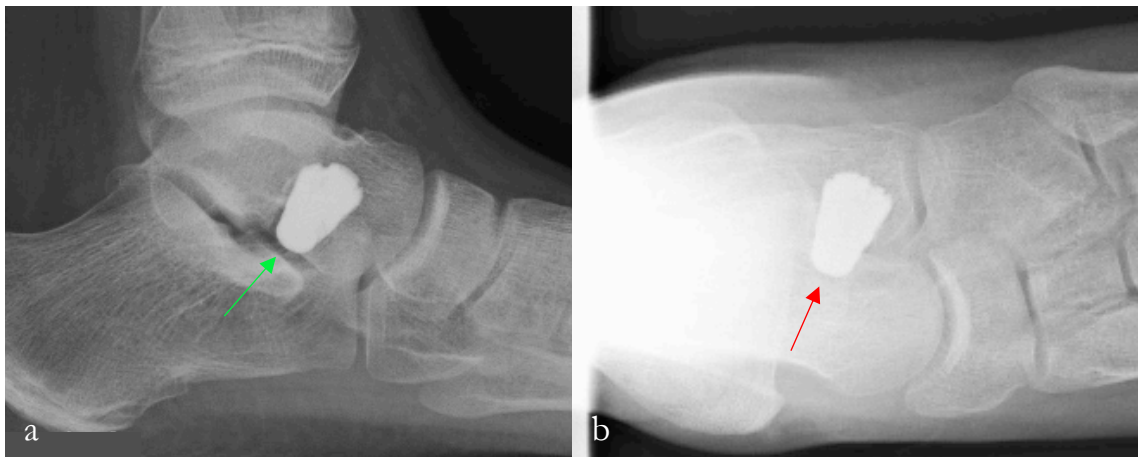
Röntgenbild des linken Fußes im lateralen (a) und dorsoplantaren (b) Strahlengang unter Belastung: Dislokation der Vario-Schraube® nach lateral (roter Pfeil) mit Abkipfung des Implantates nach kranial (grüner Pfeil)
